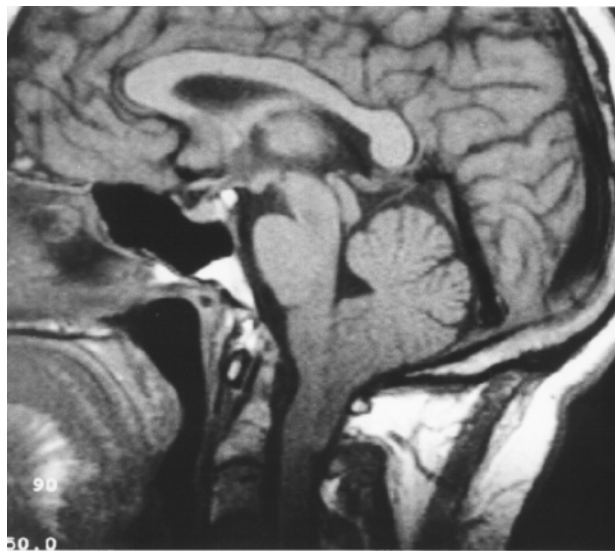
Corte sagital de RM en un paciente de 56 años de edad con clínica de sensación de inestabilidad de 12 meses de evolución. En la RM se observa una importante ectopia amigdalal que sobrepasa el arco posterior del atlas llegando por su parte más caudal hasta las láminas de C2. Obsérvese la horizontalización de la escama del occipital y el reducido volumen de la fosa posterior.
